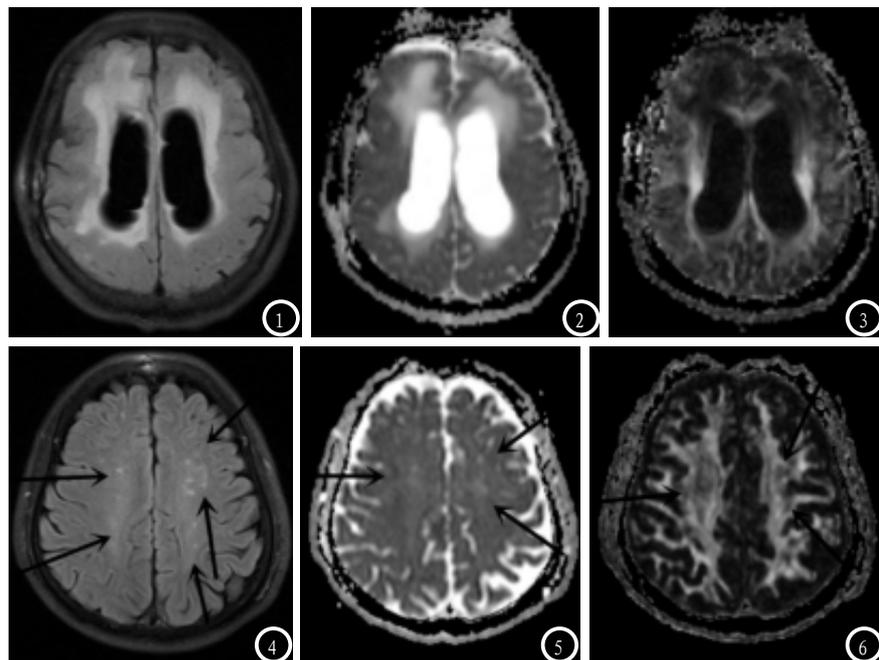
男，70岁，维持透析11个月，C-MoCA 17分，图1， T2WI-FLAIR示双额、顶叶白质（侧脑室旁）见片状高信号，边界尚清。图2， ADC图示双额、顶叶白质见片状高信号，边界清，范围大致同T2WI-FLAIR图。图3， FA图双侧额、顶叶脑白质信号不均匀减低，境界不清，信号减低区范围较T2WI-FLAIR、ADC图大，提示FA图显示病变的范围比常规MR提示病灶的范围大。图4-6 男，45岁，维持透析5个月，C-MoCA 24分，图4T2WI-FLAIR示双额、顶叶白质散在斑点状、斑片状高信号灶，图5， ADC图示双额、顶叶白质散在斑点状、斑片状高信号灶，显示数量较T2WI-FLAIR少，图6， FA图双侧额、顶叶脑白质信号不均匀减低，内见斑点状、斑片状更低信号（长箭），显示病变范围较T2WI-FLAIR、ADC图大，对比度较T2WI-FLAIR图差。提示FA图显示病变的范围比常规MR提示病灶的范围大，同时T2WI-FLAIR图显示部分稍高信号灶，在ADC图上显示并不满意。
